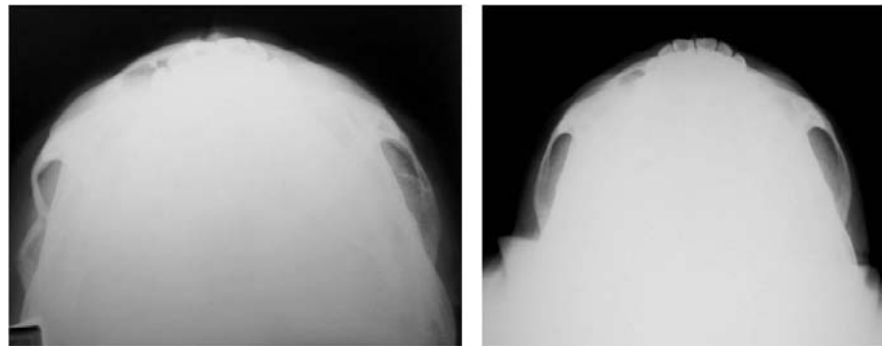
Radiografia pré e pós-operatória comparando a redução incruenta da fratura de arco zigomático direito.
